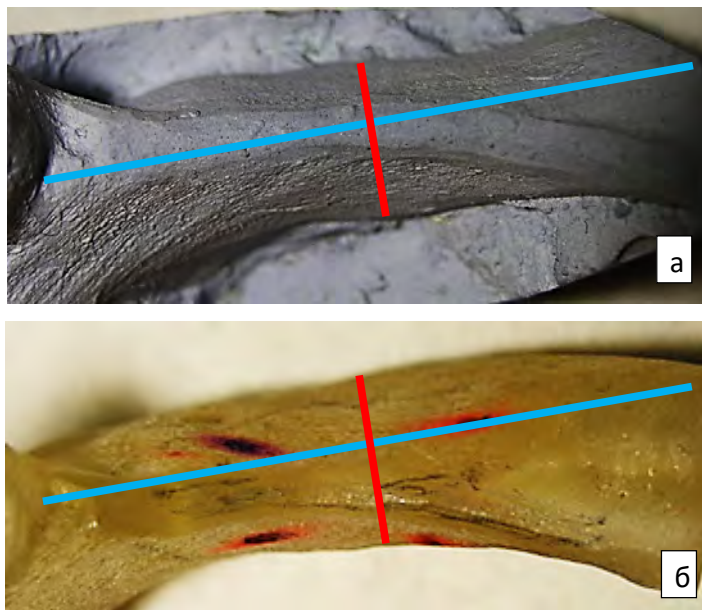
Фотографії гіпсової моделі кісткового ложа ділянки передбачуваної імплантації пацієнта Н (а) і моделі, зробленої за даними комп'ютерної томографії нижньої щелепи (б)
